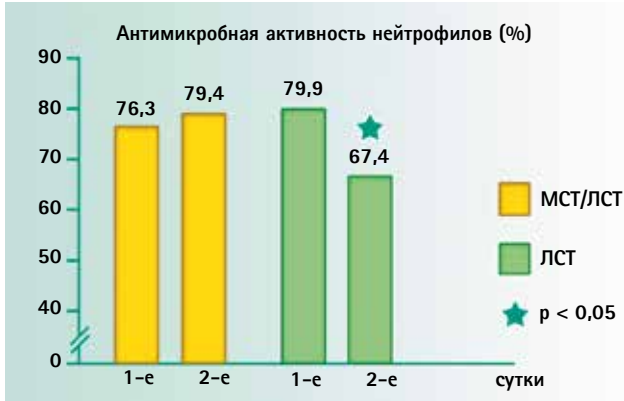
Антибактериальная активность нейтрофилов на фоне инфузии ЛСТ и МСТ/ЛСТ жировых эмульсий
